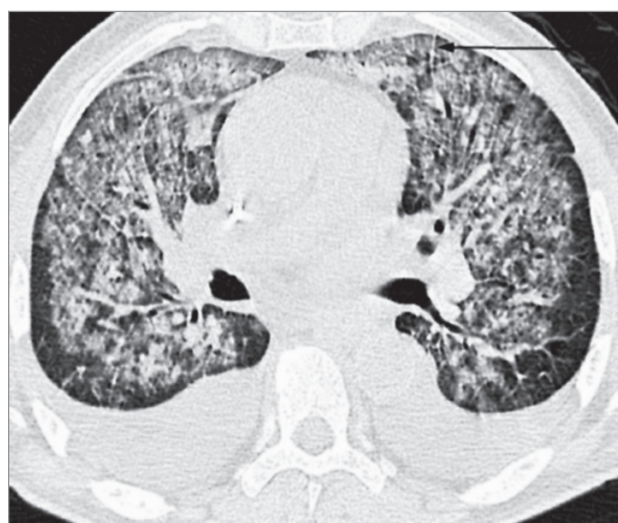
Пневмоцистная пневмония с острой лихорадкой; периферически расположенные зоны уплотнения по типу «матового стекла». Компьютерная томография
